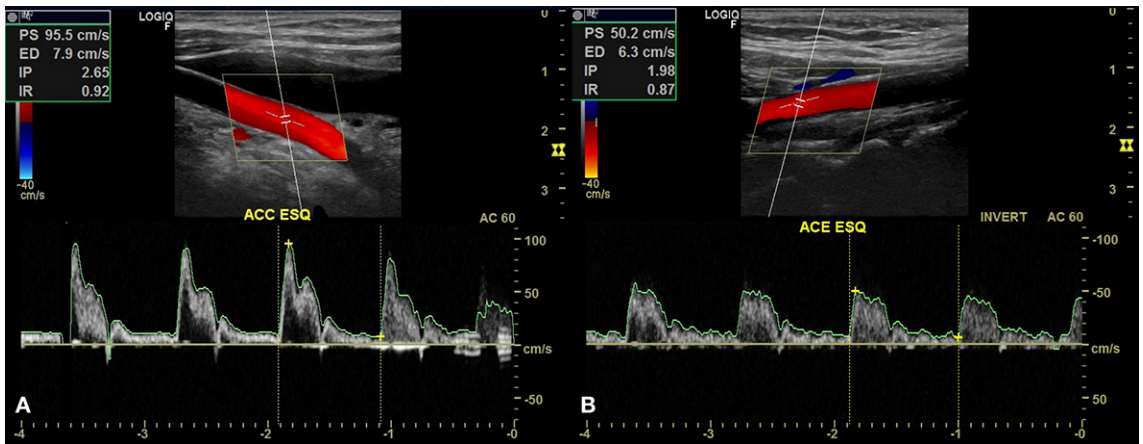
Imagens de eco-Doppler evidenciando perviedade da artéria carótida comum esquerda (ACC ESQ) (A) e continuidade com a artéria carótida externa esquerda (ACE ESQ) (B).
